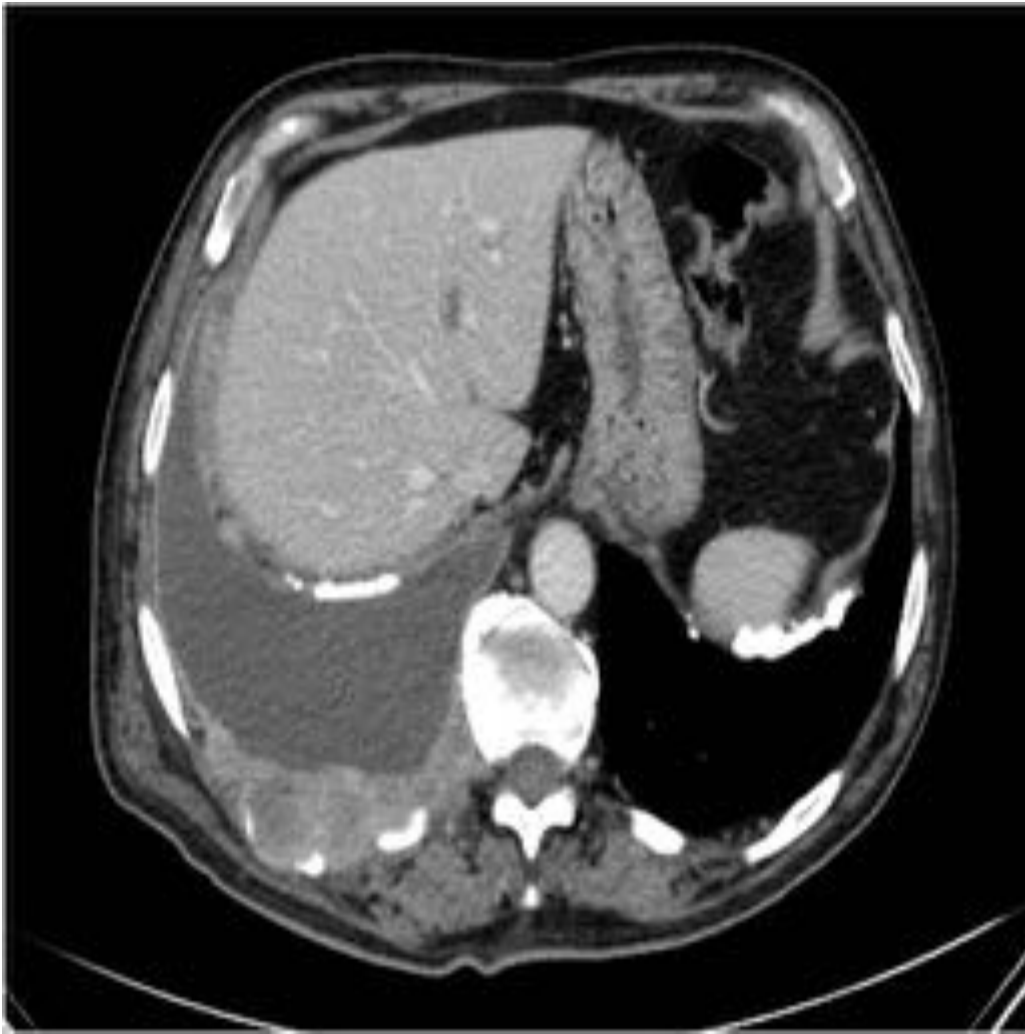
Corte axial de TAC torácico con CIV. Se identifican varias zonas de engrosamiento pleural nodular en la pleura basal posterior derecha que invaden la pared torácica condicionando destrucción de los últimos arcos costales posteriores derechos. Nótese las placas pleurales calcificadas bibasales en ambas cúpulas diafragmáticas y la presencia de derrame pleural derecho. Se demostró histopatológicamente mesotelioma pleural maligno subtipo epitelial.
